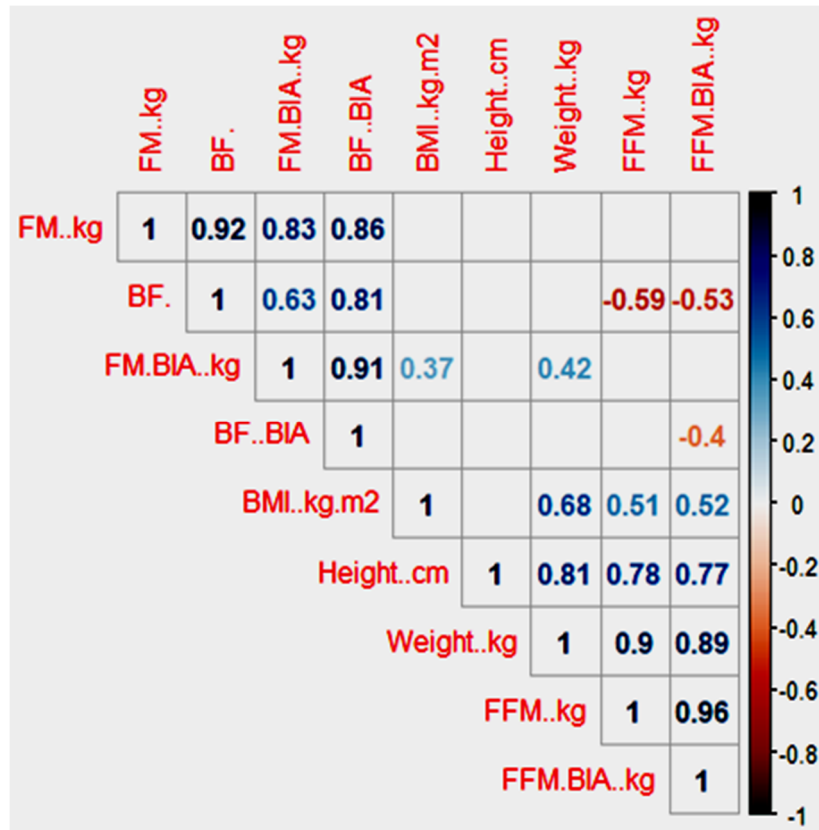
Значения коэффициентов корреляции для компонентов состава тела, определенных методами БИА и УЗИ.
